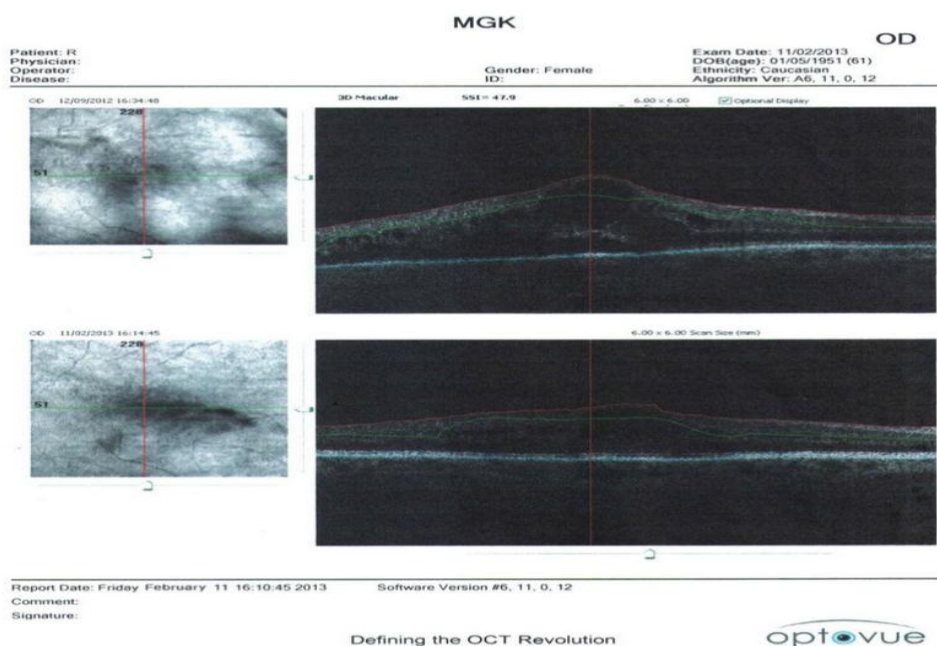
Оптическая когерентная томография правого глаза пациентки Р. спустя 5 месяцев после операции
